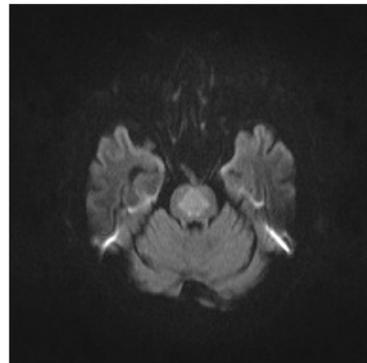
Brain MRI of the patient with central pontine myelinolysis.
